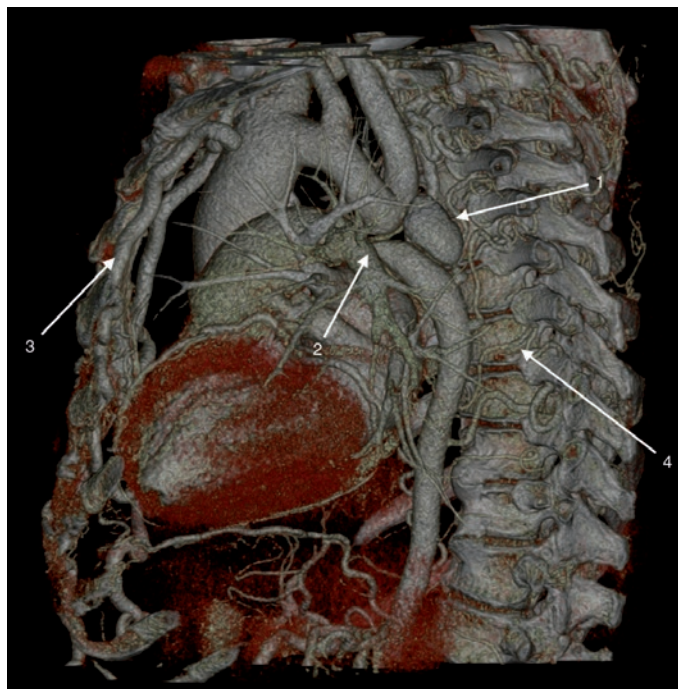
КТ-аортография. 3D-реконструкция. 1 – дивертикул нисходящей аорты. 2 – перерыв нисходящей аорты. 3 – расширенные внутренние грудные артерии. 4 – расширенные межреберные артерии [собственные данные]
